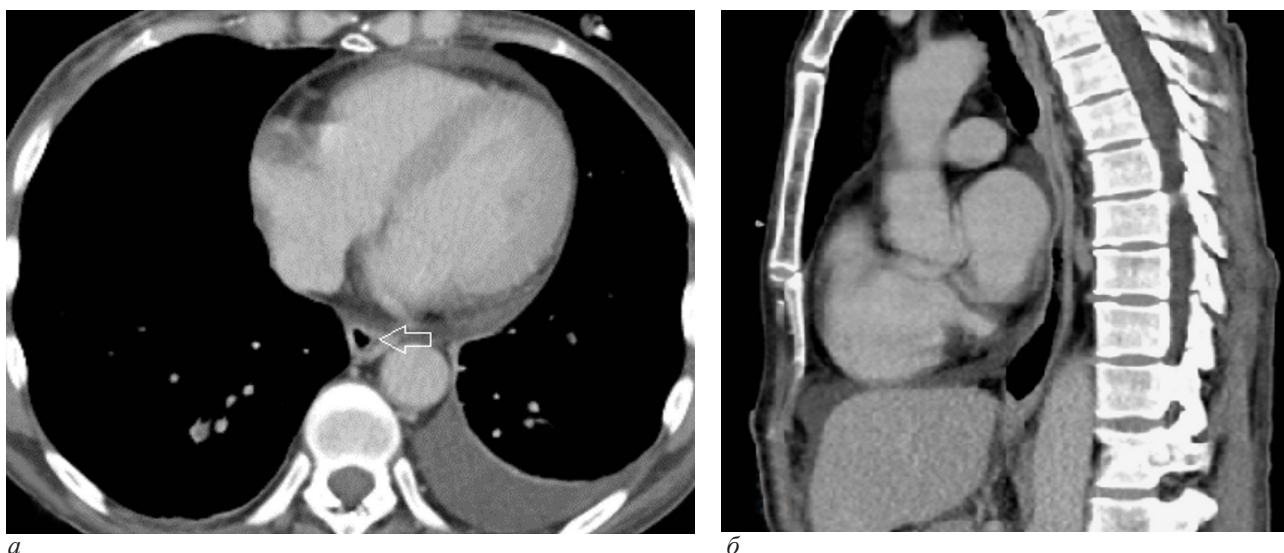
КТ груди с контрастным усилением (35-е сутки): а – аксиальный срез; б – фронтальная реконструкция: полный регресс ранее описанной интрамуральной гематомы пищевода с нормализацией структуры его стенки (стрелки).
